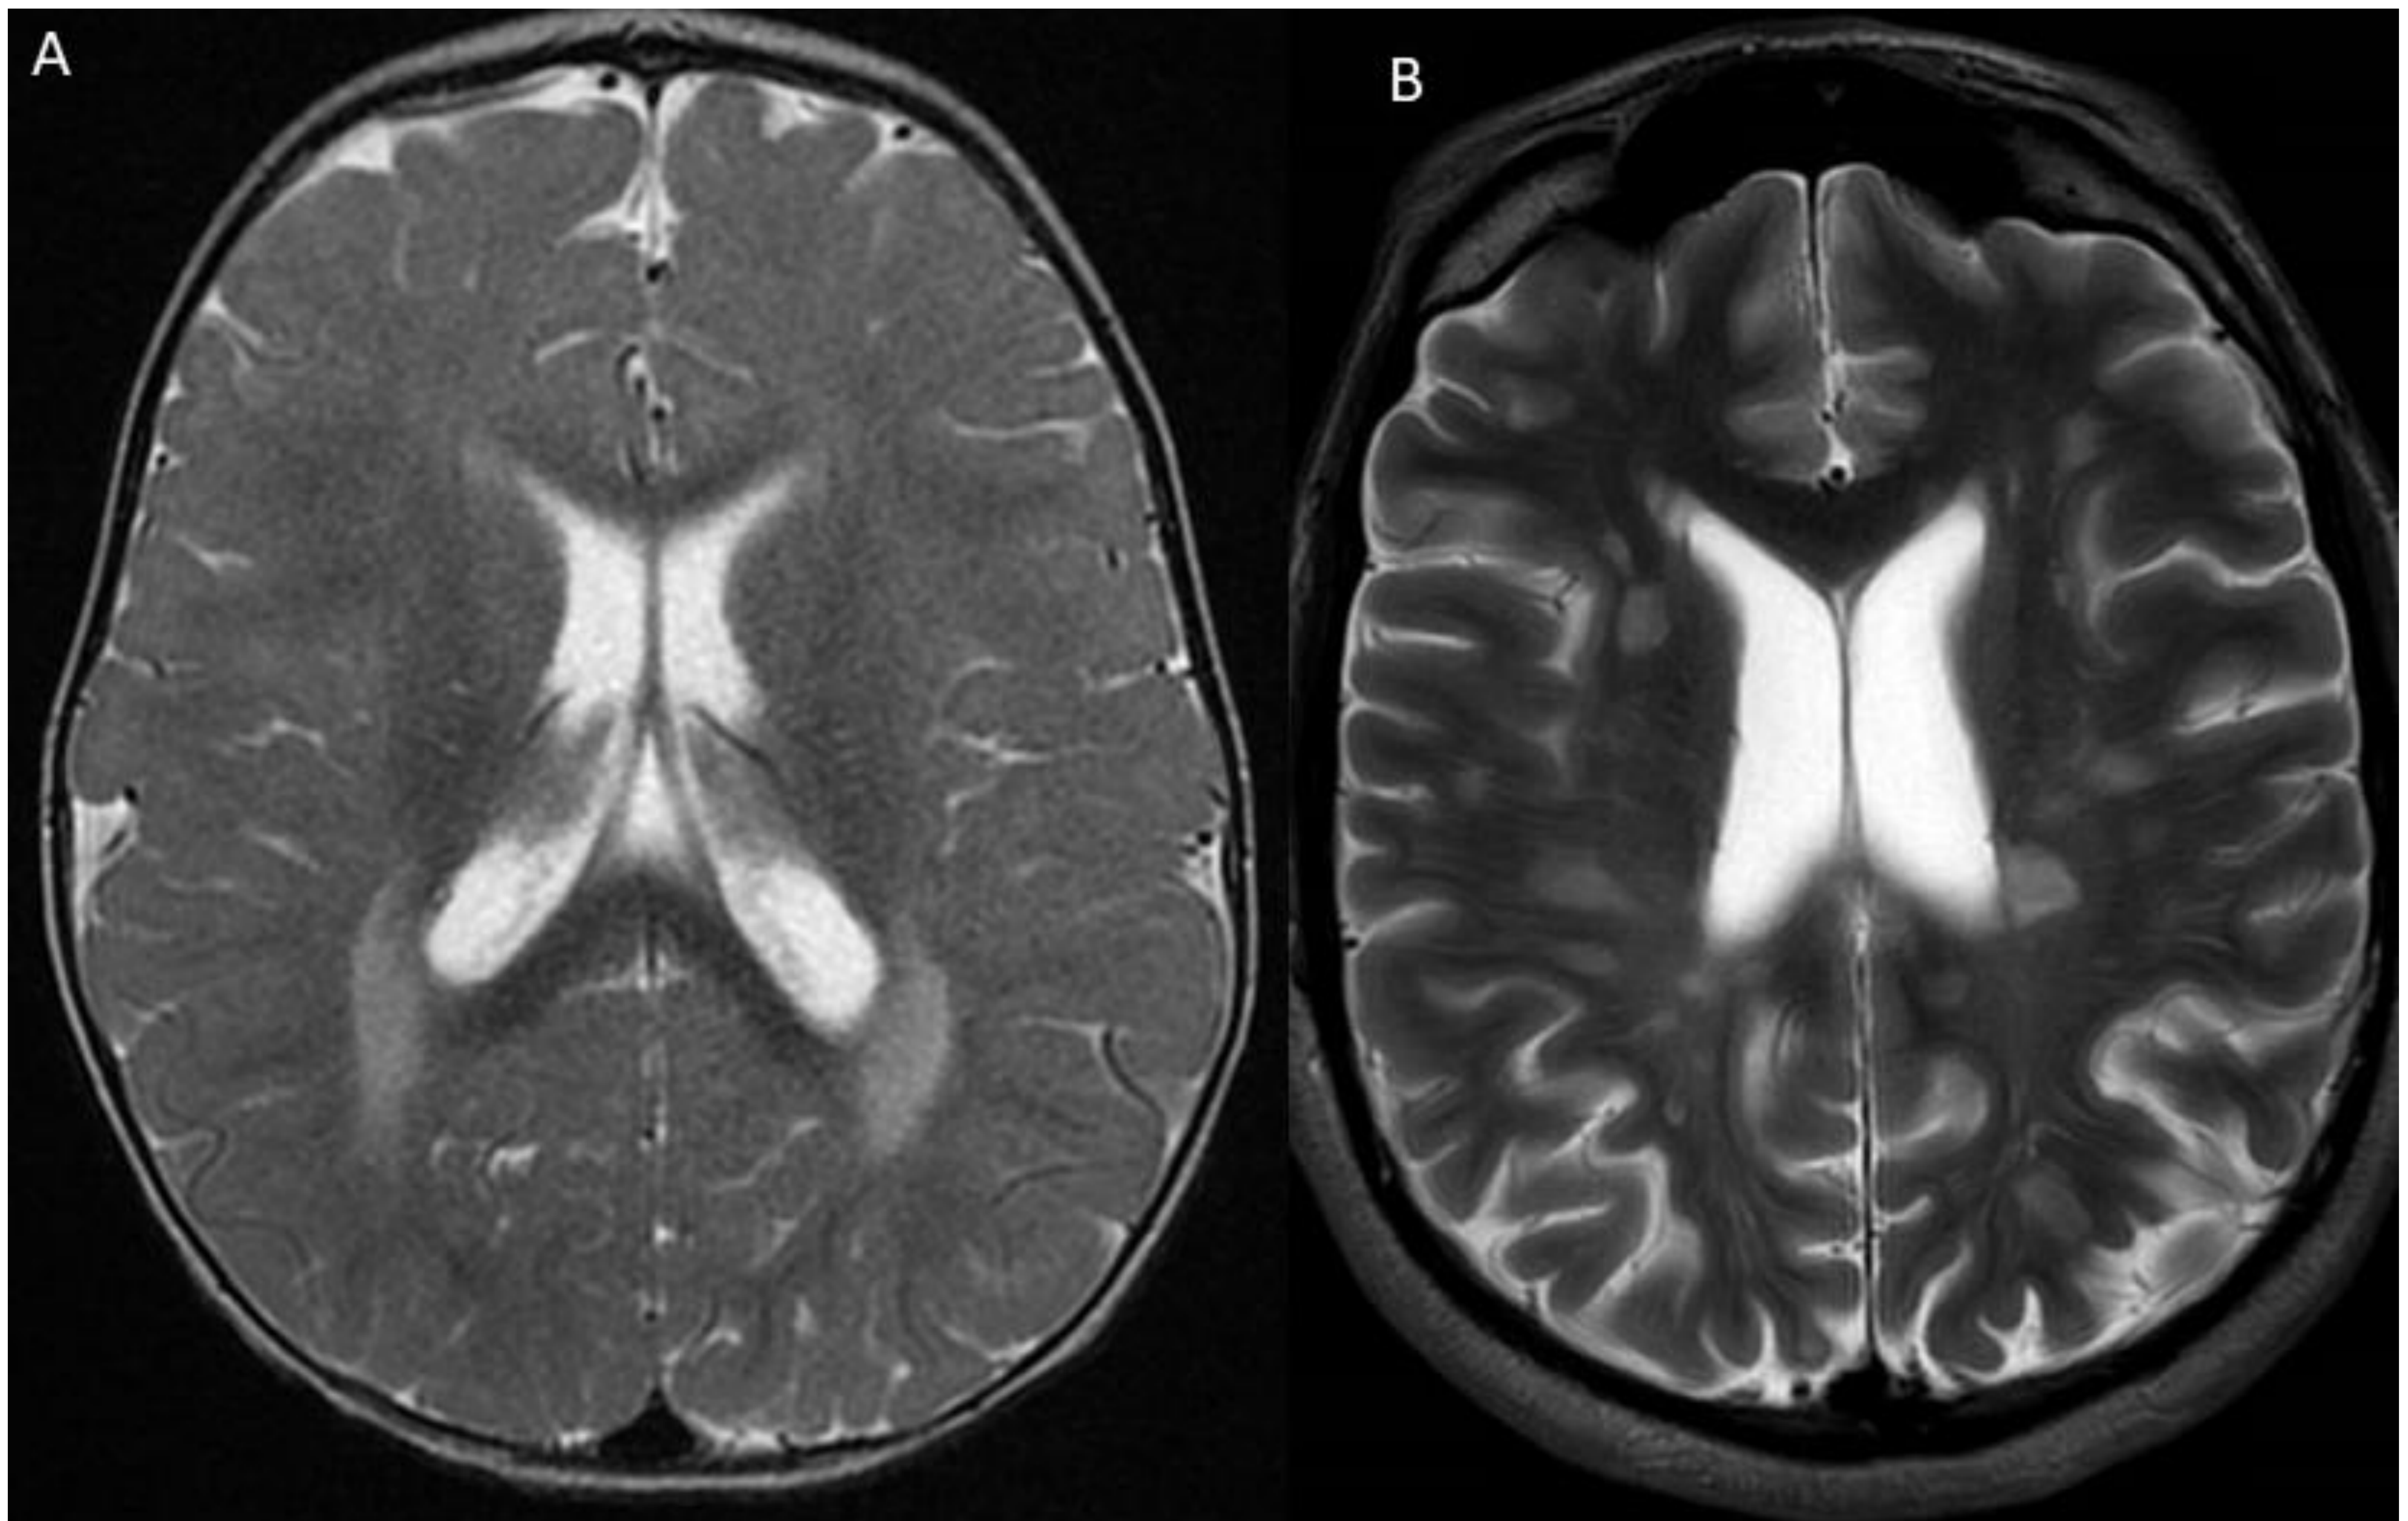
RM de cráneo con secuencias potenciadas en T2 que muestran hiperintensidades simétricas de la sustancia blanca parieto-occipital en paciente con enfermedad de Krabbe (A) e hiperintensidades asimétricas en paciente con esclerosis múltiple (B).
